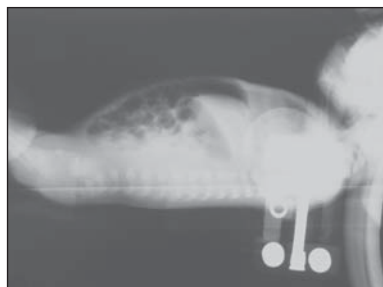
(A,B). Radiografia simples de abdome em decúbito dorsal demonstrando ar no sistema porta — imagens lineares radiolúcidas em projeção hepática e estendendo-se até a sua periferia. Observe, também, pneumatose intestinal (A).
